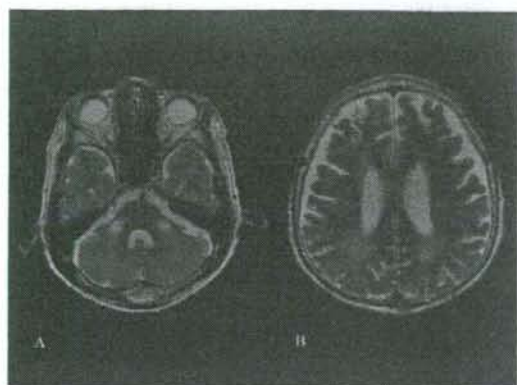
頭部MRI (T2強調画像) 両側小脳半球と中小脳脚(A)ならびに側脳室後部白質(B)に对称性にT2強調画像にてhigh intensityとなる病変を認めた。
